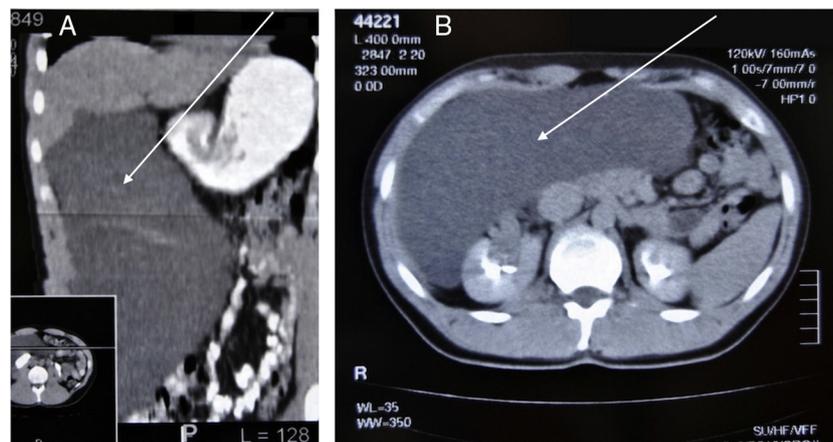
En la imagen TC se observa una gran lesión quística que desplaza el resto de estructuras intraabdominales.
